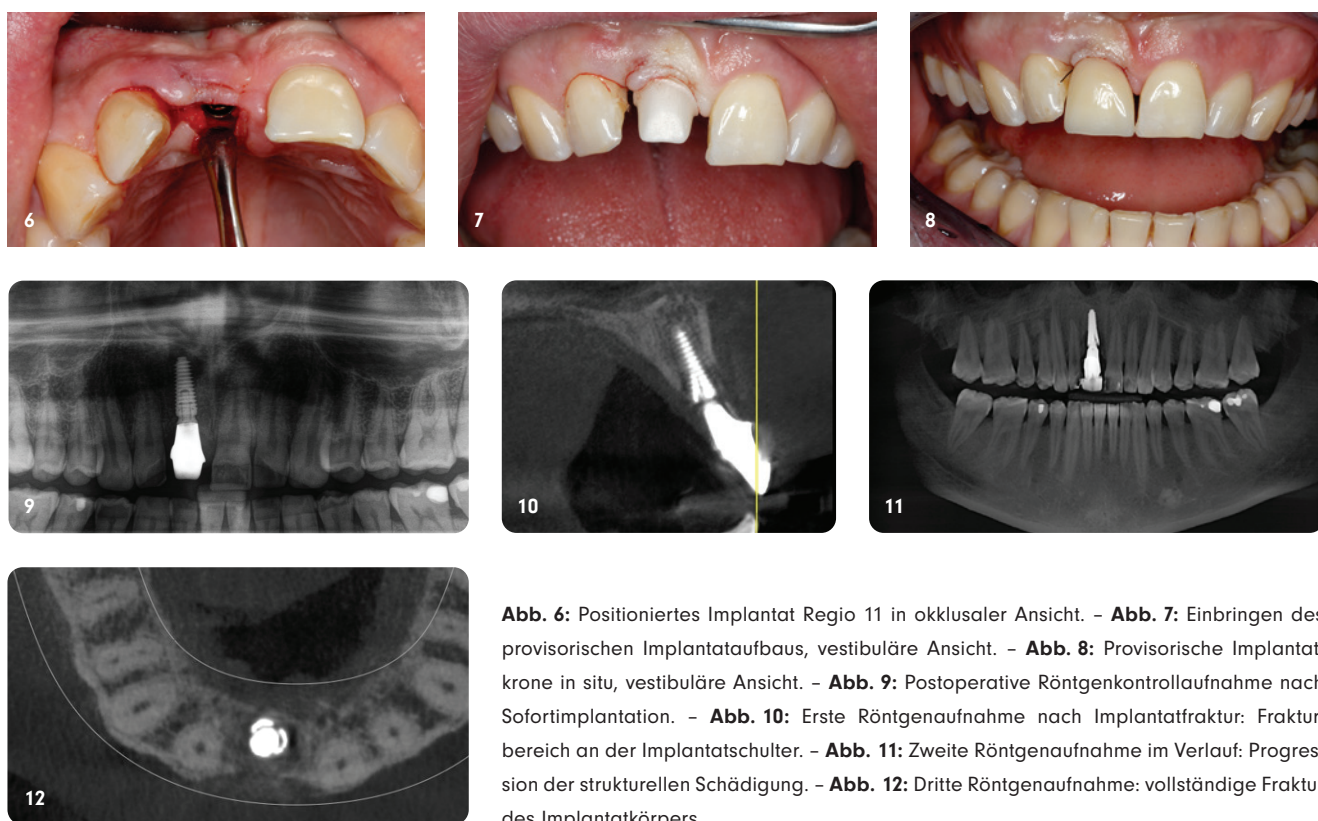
Positioniertes Implantat Regio 11 in okklusaler Ansicht. – Abb. 7: Einbringen des provisorischen Implantataufbaus, vestibuläre Ansicht. – Abb. 8: Provisorische Implantatkrone in situ, vestibuläre Ansicht. – Abb. 9: Postoperative Röntgenkontrollaufnahme nach Sofortimplantation. – Abb. 10: Erste Röntgenaufnahme nach Implantatfraktur: Frakturbereich an der Implantatschulter. – Abb. 11: Zweite Röntgenaufnahme im Verlauf: Progression der strukturellen Schädigung. – Abb. 12: Dritte Röntgenaufnahme: vollständige Fraktur des Implantatkörpers.
